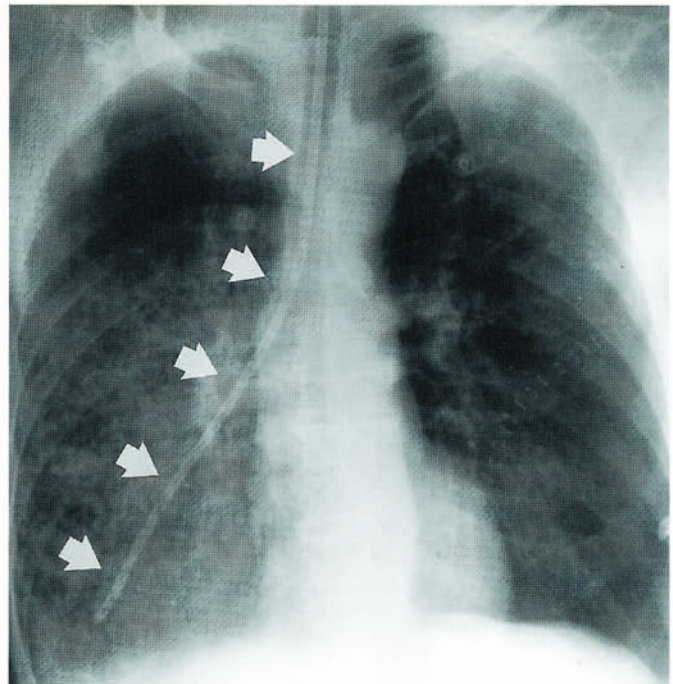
Magensonden-Fehllage. Das Thoraxröntgen eines Lungentransplantierten Patienten zeigt die fehlpositionierte Magensonde (weiße Pfeile), die dem Verlauf der Trachea und des rechten Hauptbronchus folgt und mit ihrer Spitze weit distal im Tracheobronchialbaum zu liegen kommt. Solche Fehllagen können mit Bronchial-Perforationen und konsekutiven Pneumothoraces einhergehen
